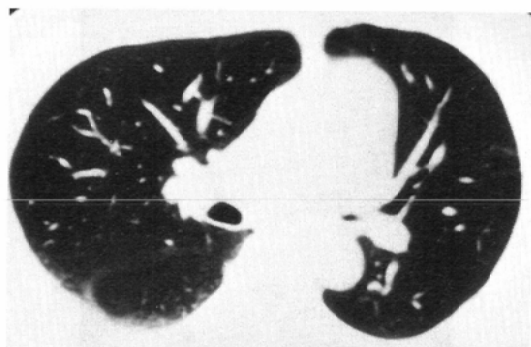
Case 2. Lung cancer. (A) CT showed obstruction of right main bronchus. (B) Chest radiograph after placement of stents. (C) Endoscopic view of right main bronchus after placement of stents.
